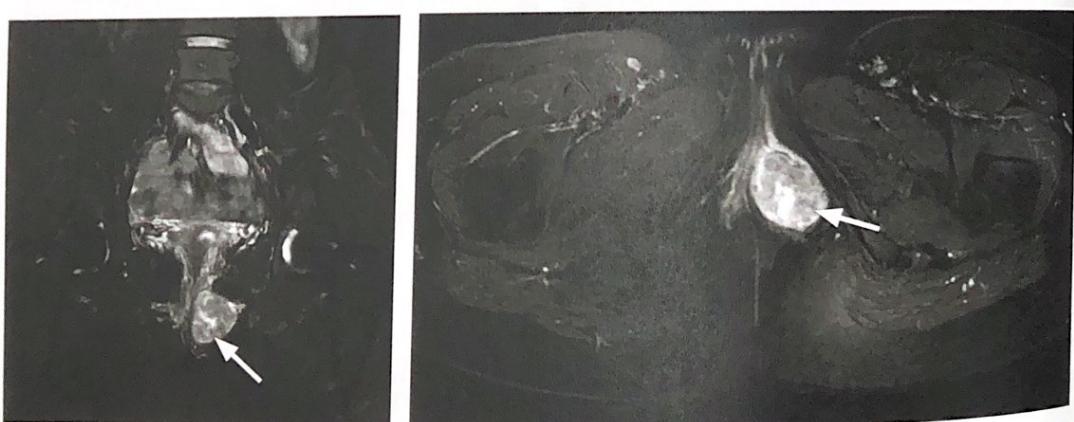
МРТ органов малого таза, T2 fs ВИ (коронарная и аксиальная плоскости). На T2 ИП с жироподавлением объемное образование имеет неоднородную гиперинтенсивную структуру
